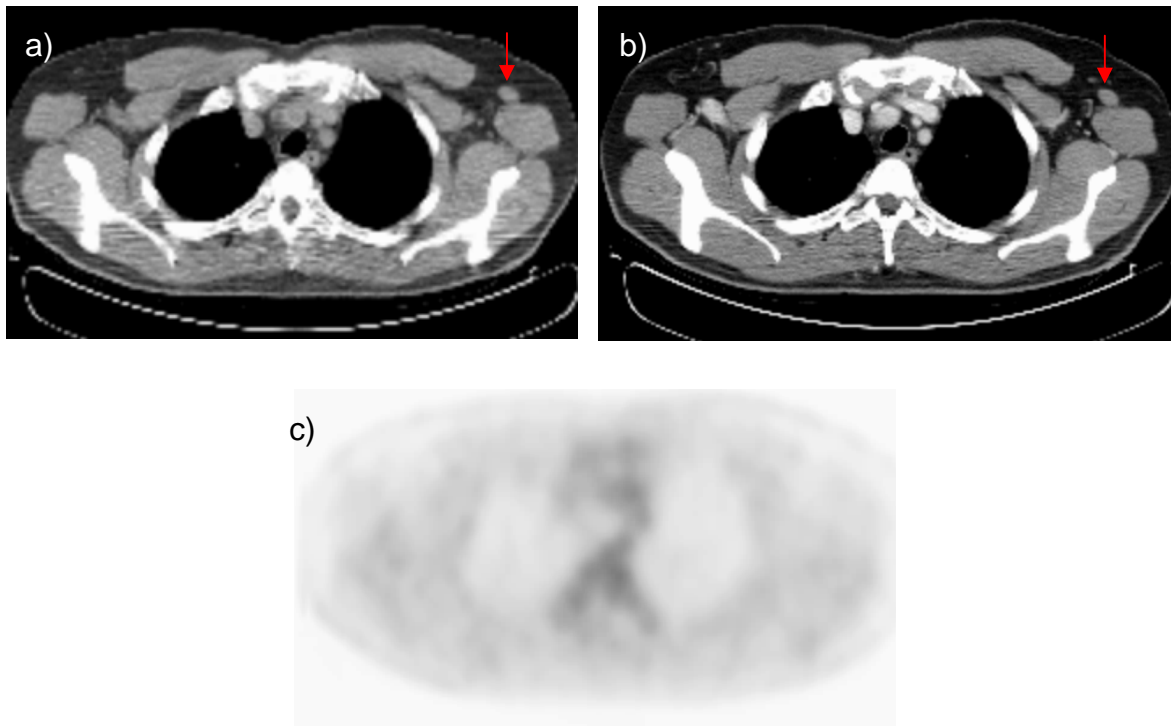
Falsch-positiver Lymphknotenbefund in der CT, 55-jähriger Patient
